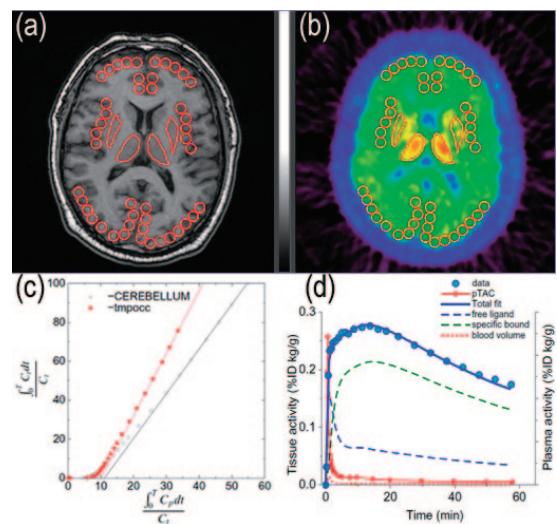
Examples of pharmacokinetic analysis showing the basic procedures of quantification. Regions of interest (ROIs) defined for the various brain structures in co-registered MRI (a) and PET images (b); an example of quantification using graphical analysis (c); and time activity curves in plasma and brain tissue for compartmental model analysis (d).
